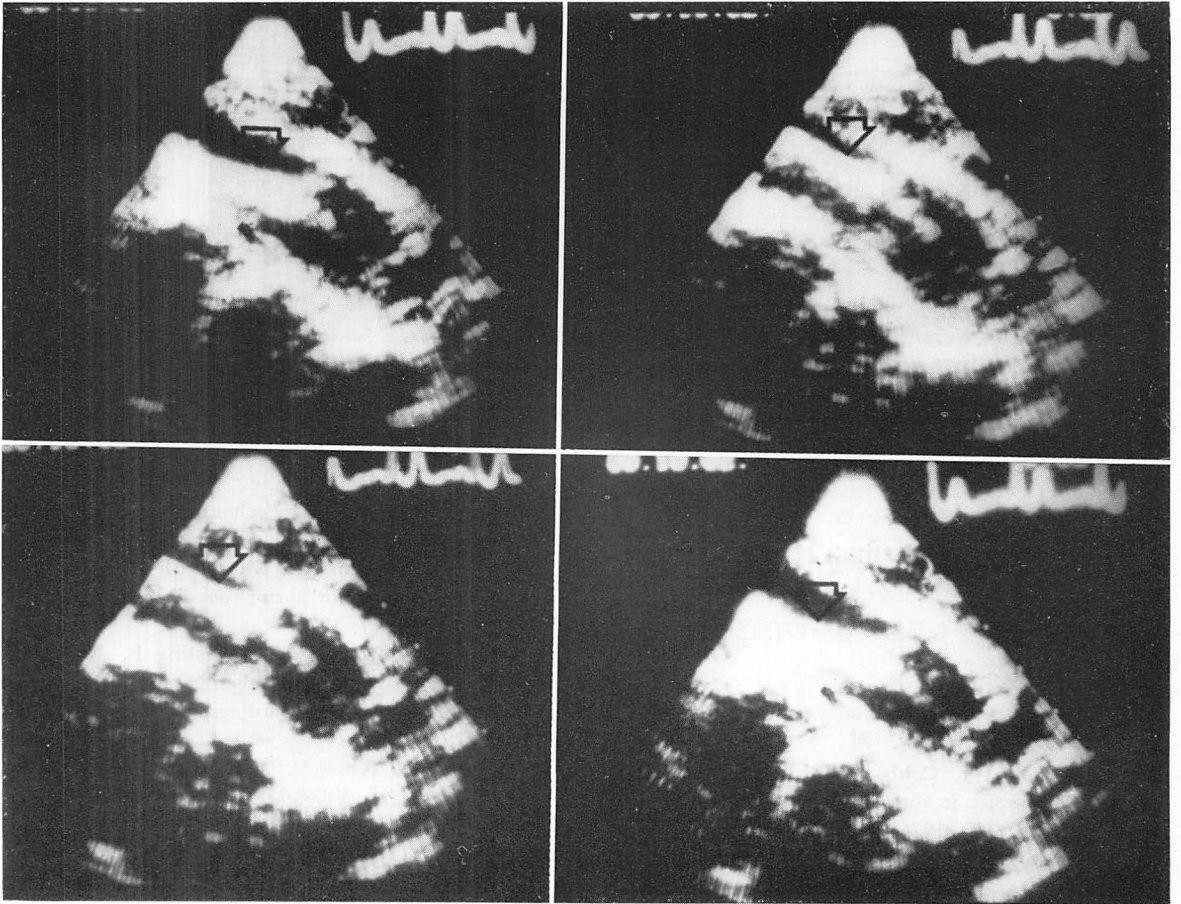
Subxiphoid two-dimensional echocardiograms recorded 3 days after the onset of illness in Case 3 (reproduced from 8 mm cine-films).
